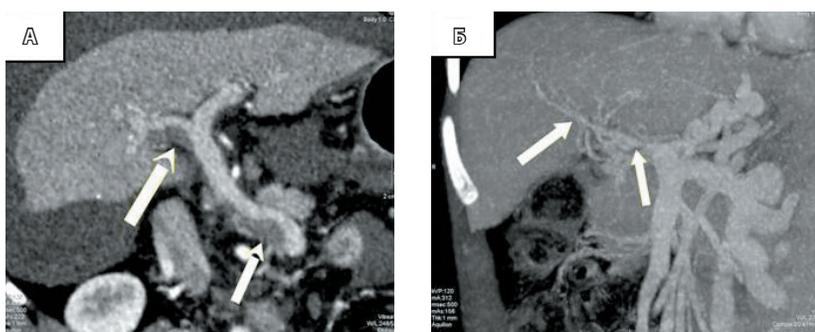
Предоперационная компьютерная томография реципиента. А – тромбоз воротной вены, белые стрелки указывают на тромботические массы. Б – фиброз воротной вены (белые стрелки)
